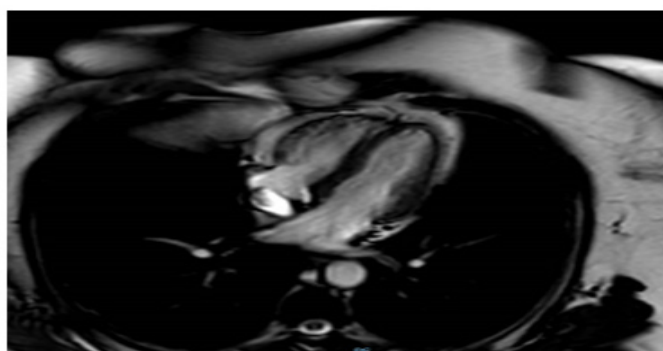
image d'IRM cardiaque avec injection de gadolinium en séquence CINE 4 CAV ne montrant
